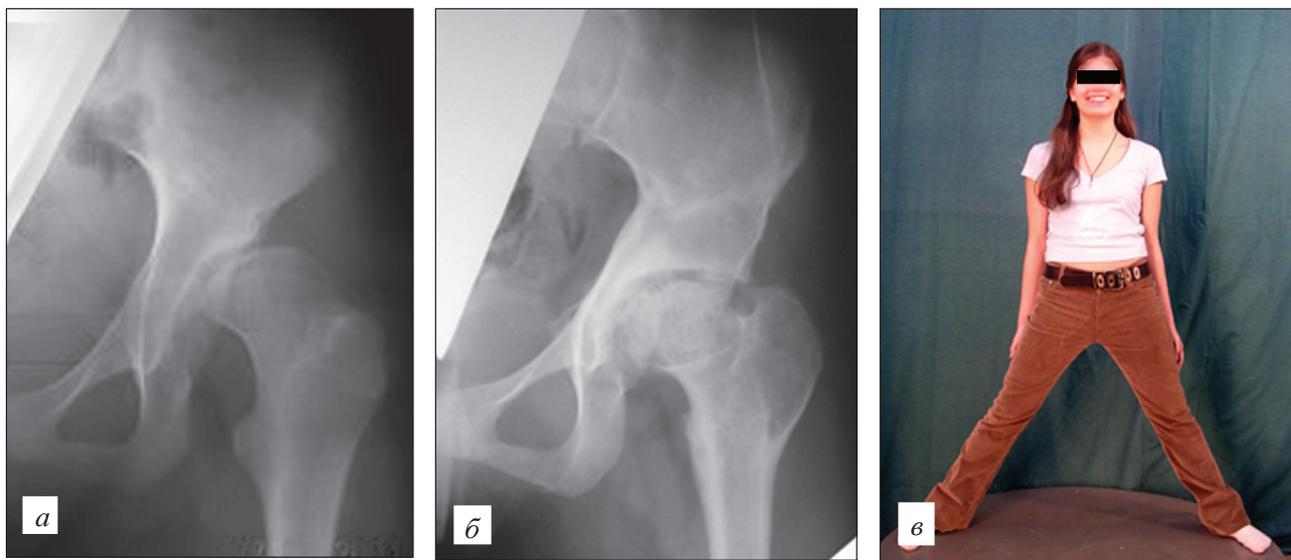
Рентгенограммы пациентки Н., 21 года, с маргинальным вывихом левого бедра.
